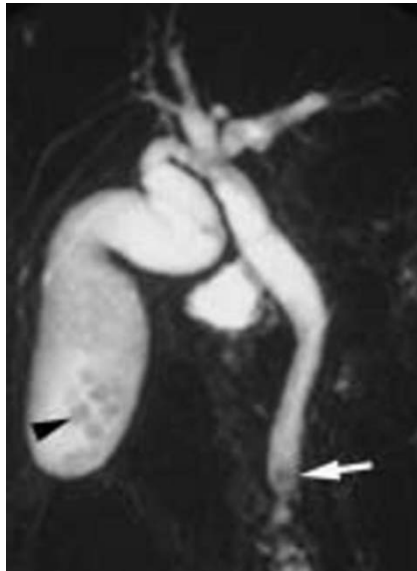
Image d'une cholangio IRM en coupe coronale montrant des calculs du bas cholédoque (97) :
